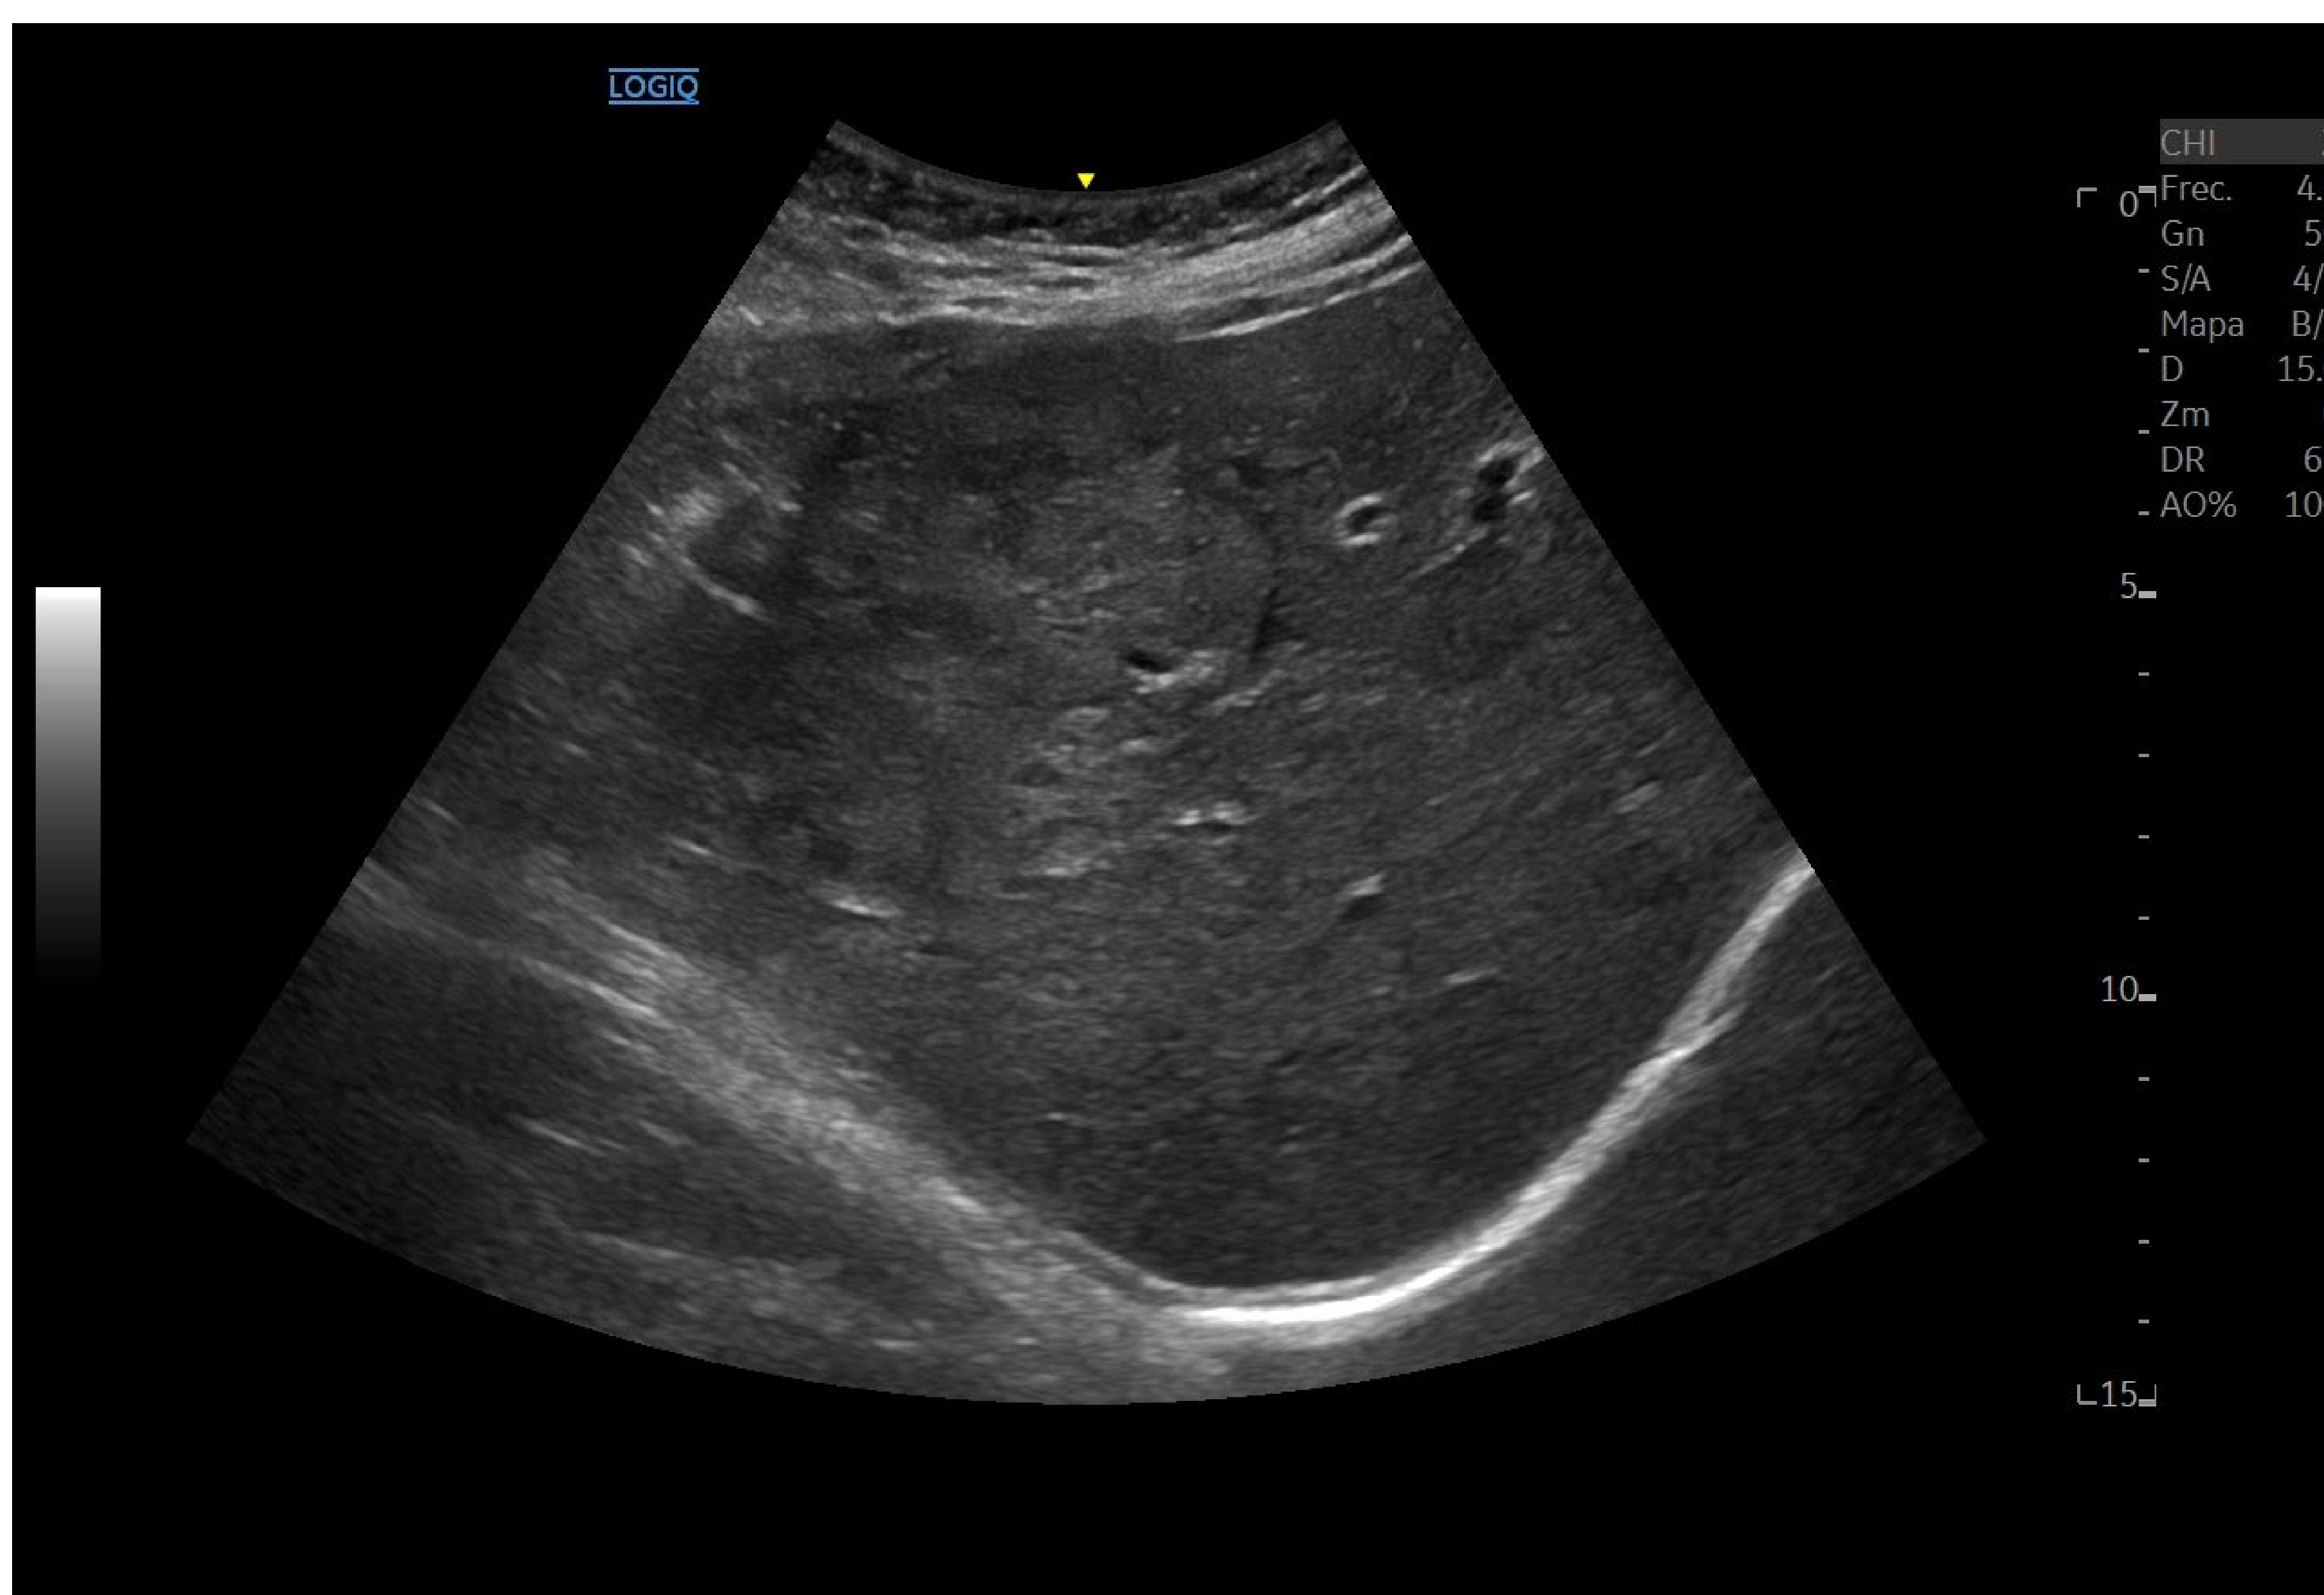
Ecografía en modo B de lesión sólida en LHD (segmento 5-6), descrita. Imagen del servicio de Radiodiagnóstico del HME.
